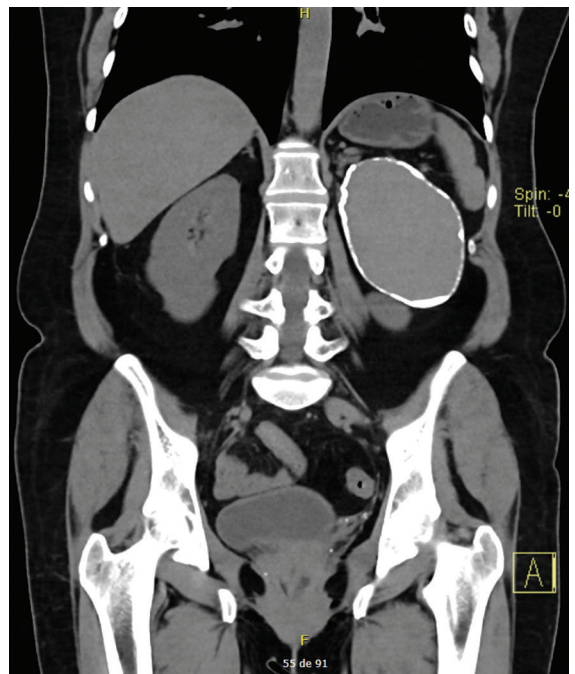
Tomografía de abdomen y pelvis, corte coronal, fase simple. Evidencia de pseudoquiste suprarrenal izquierdo.
